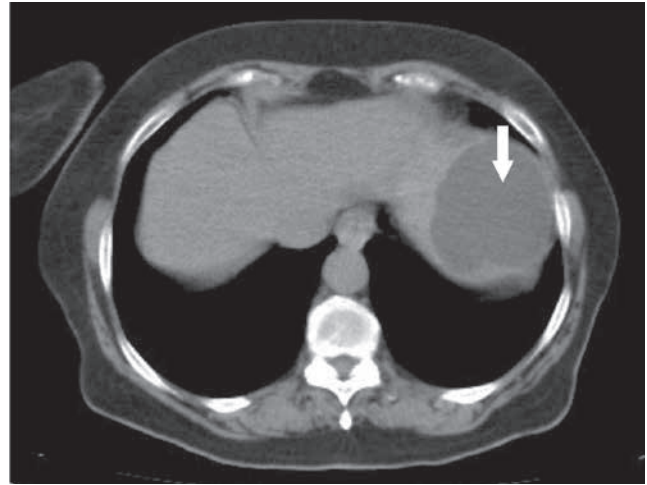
TC tóraco-abdominal: quiste mesentérico.
